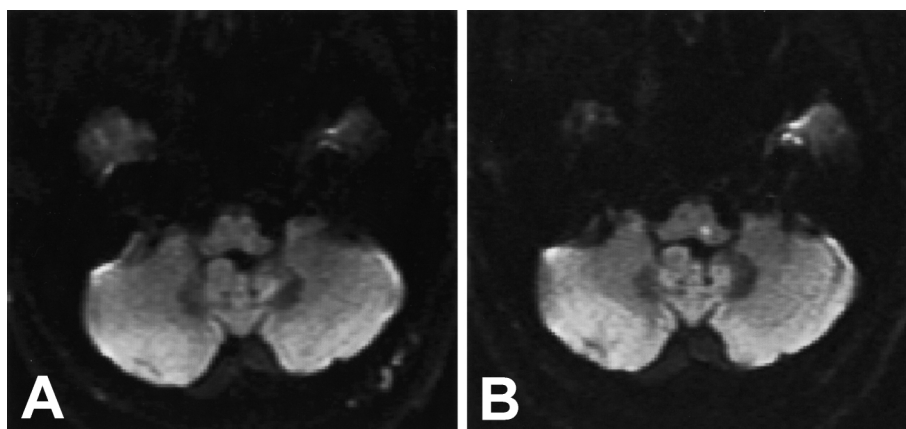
Acute infarction at pons. A: DWI at 6 hours after onset is difficult to depict the abnormal signal in pons. B: DWI 24 hours after onset show the high intensity lesion at left dorsal pons.
